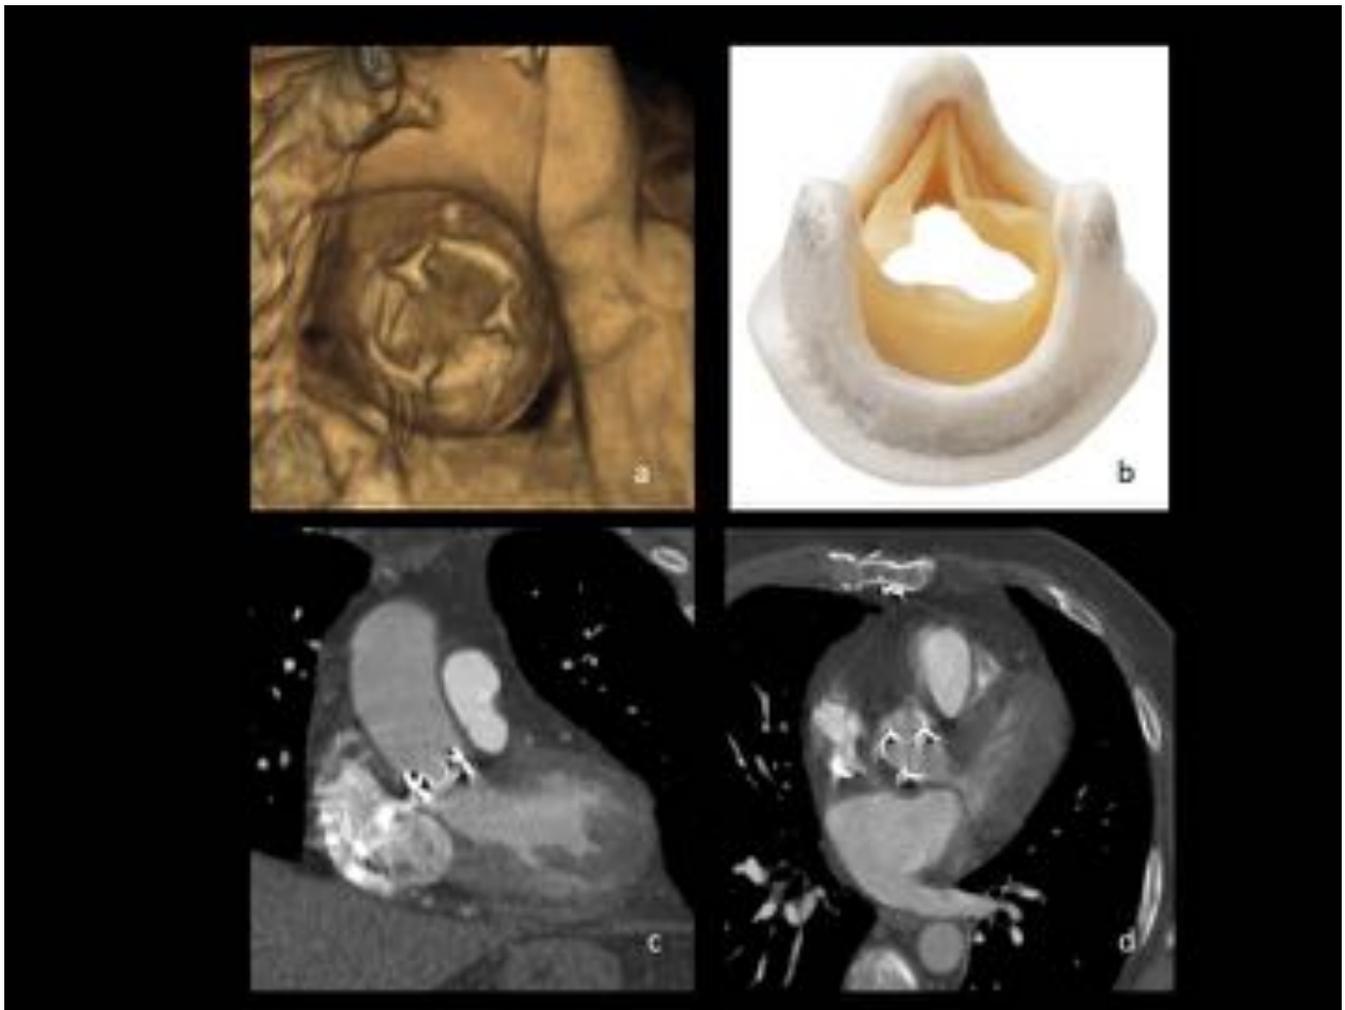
(b) imagen de prótesis de válvula aórtica biológica. (a-c-d) TC axial con contraste con reconstrucciones 3D y coronal de la válvula.
